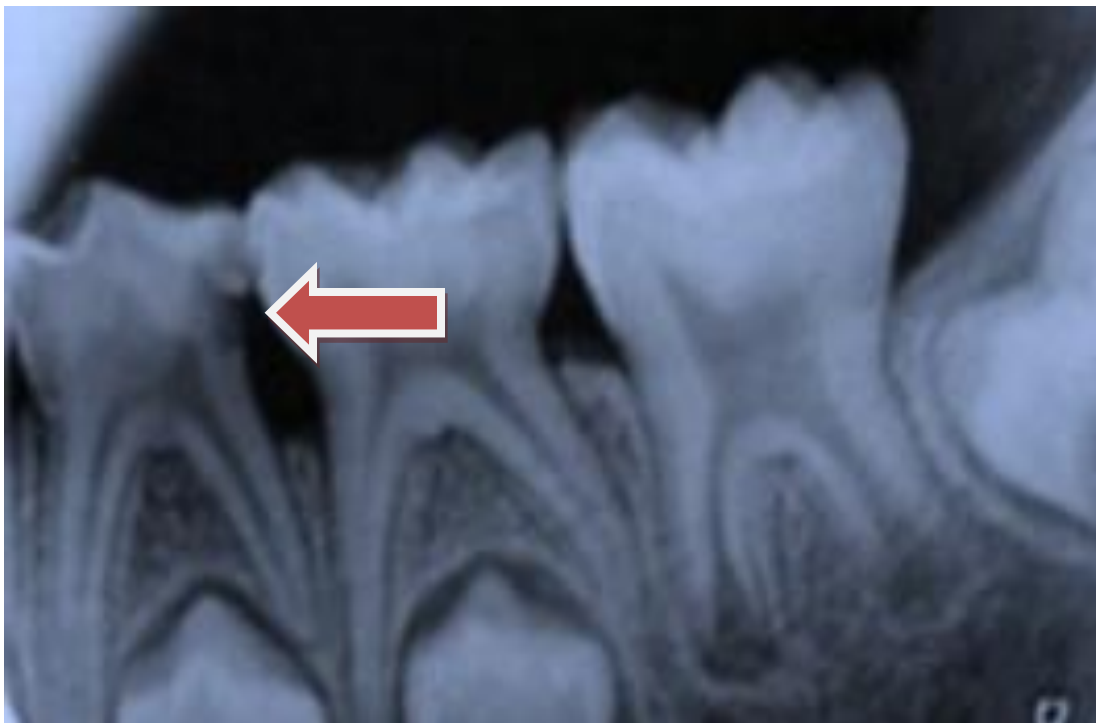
Radiografía periapical donde se observa la caries dental.
